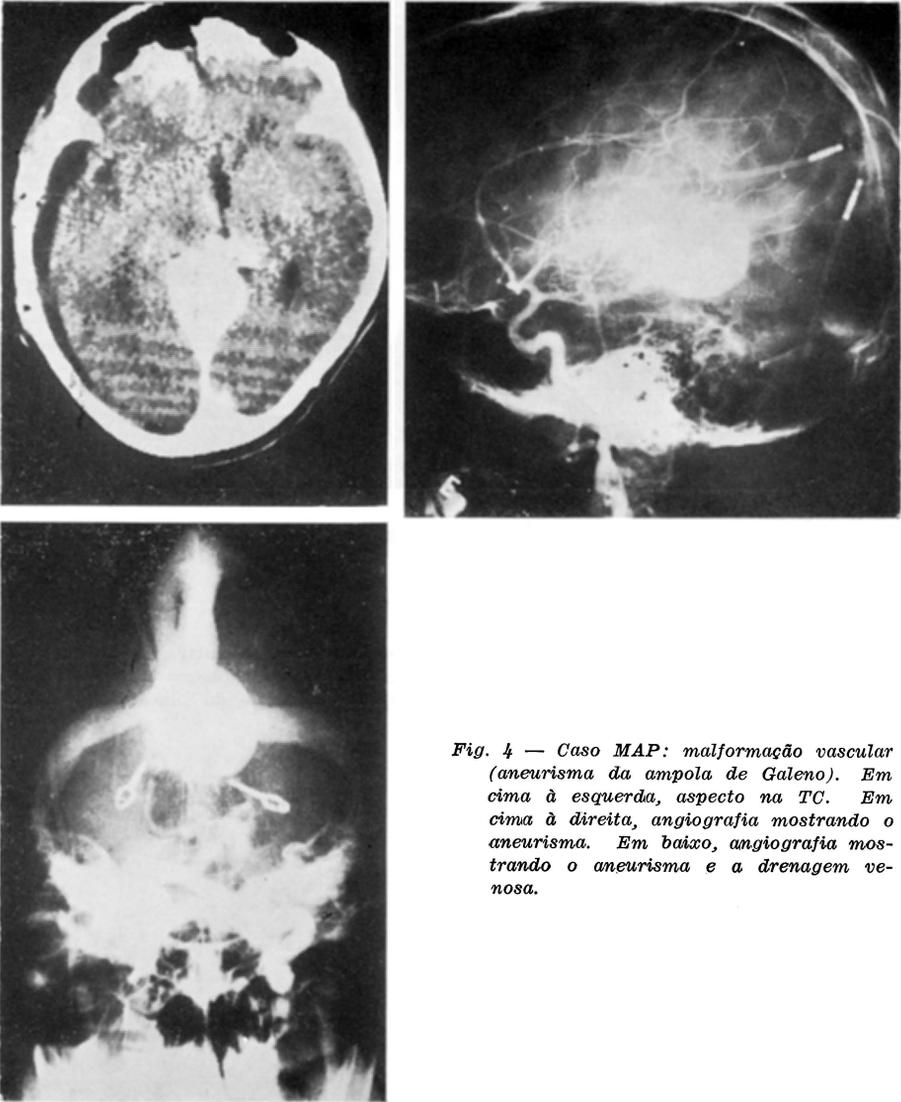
Caso MAP: malformação vascular (aneurisma da ampola de Galeno). Em cima à esquerda, aspecto na TC. Em cima à direita, angiografia mostrando o aneurisma. Em baixo, angiografia mostrando o aneurisma e a drenagem venosa.
